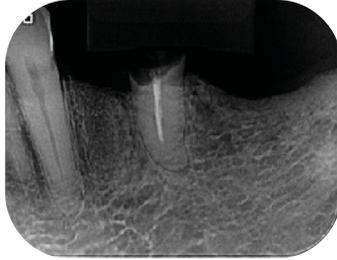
Radiografía periapical para evaluación de resto radicular.
